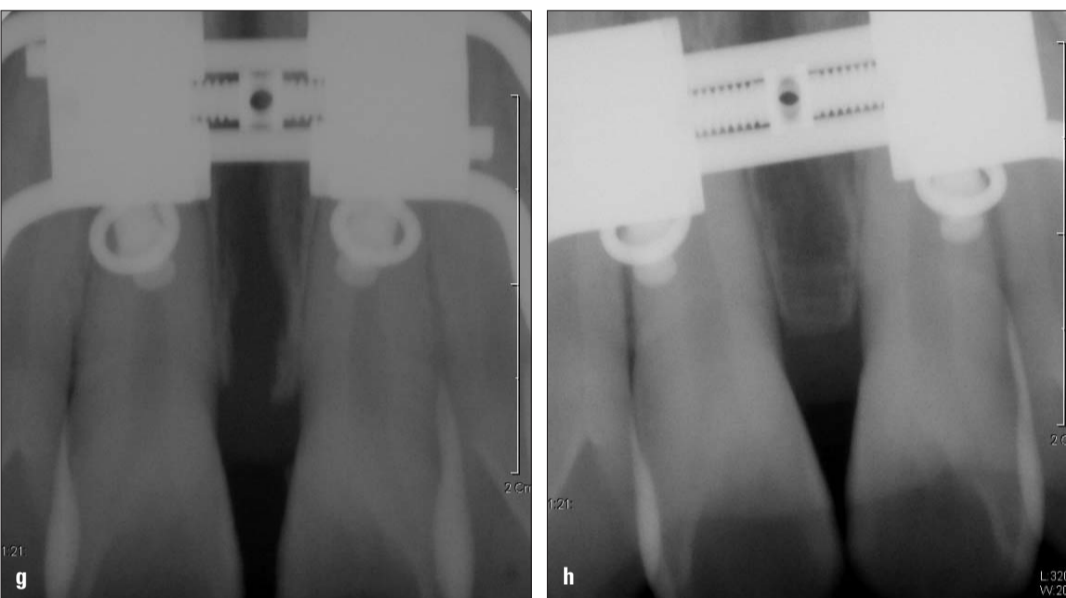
Röntgenbilder vor und nach der Expansion.
